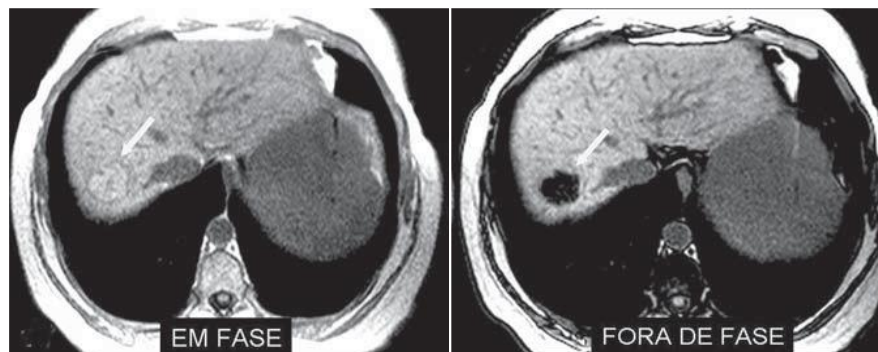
RM de hepatocarcinoma com gordura intracelular (setas) caracterizada por queda de sinal em imagens ponderadas em T1, com técnica de oposição de fase. (ROSAS G, 2006)
